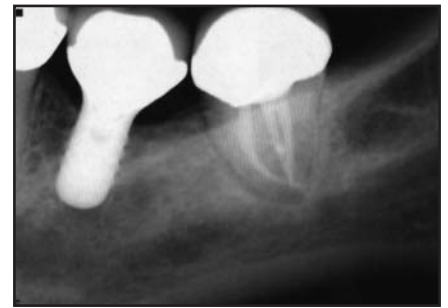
Radiografía postoperatoria tomada seis meses luego del tratamiento demostrando la reparación perirradicular, consecuencia de un tratamiento endodóntico exitoso.
